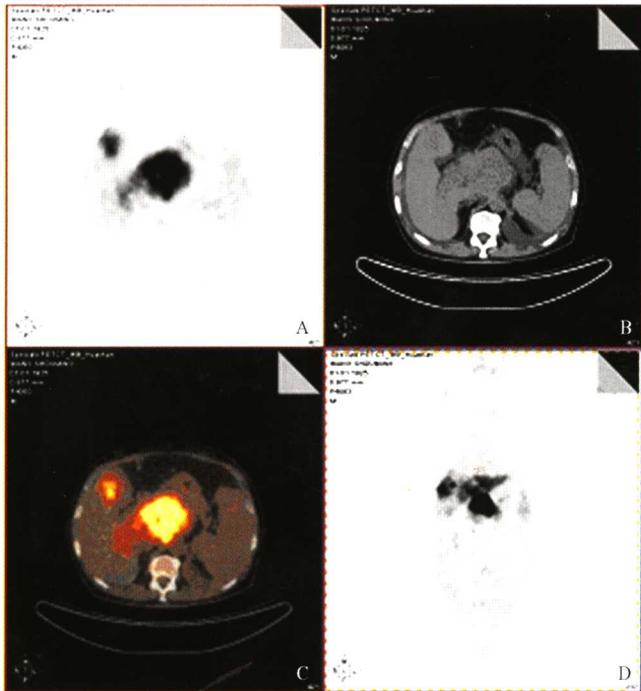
肝细胞癌病人介入治疗后 PET/CT 图像
